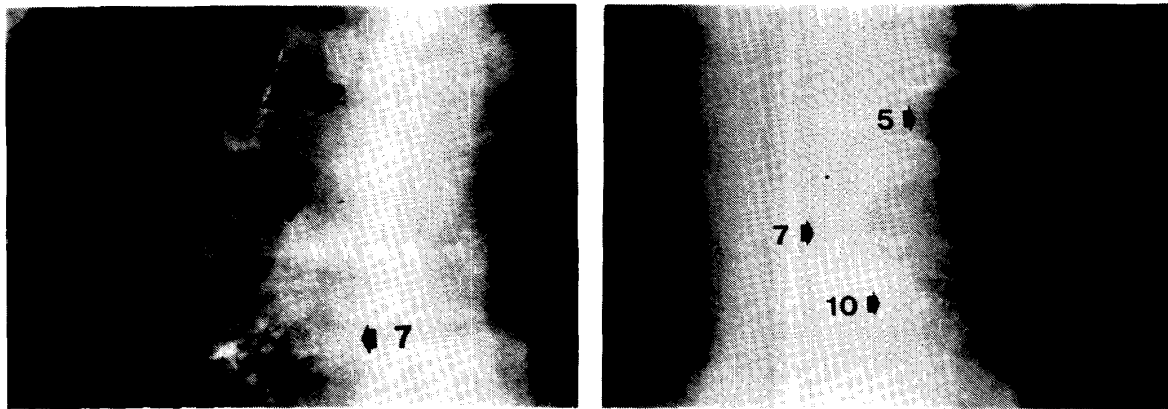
気管分枝部リンパ節内 Lipiodol-Bleo 注入後の胸部X線像
